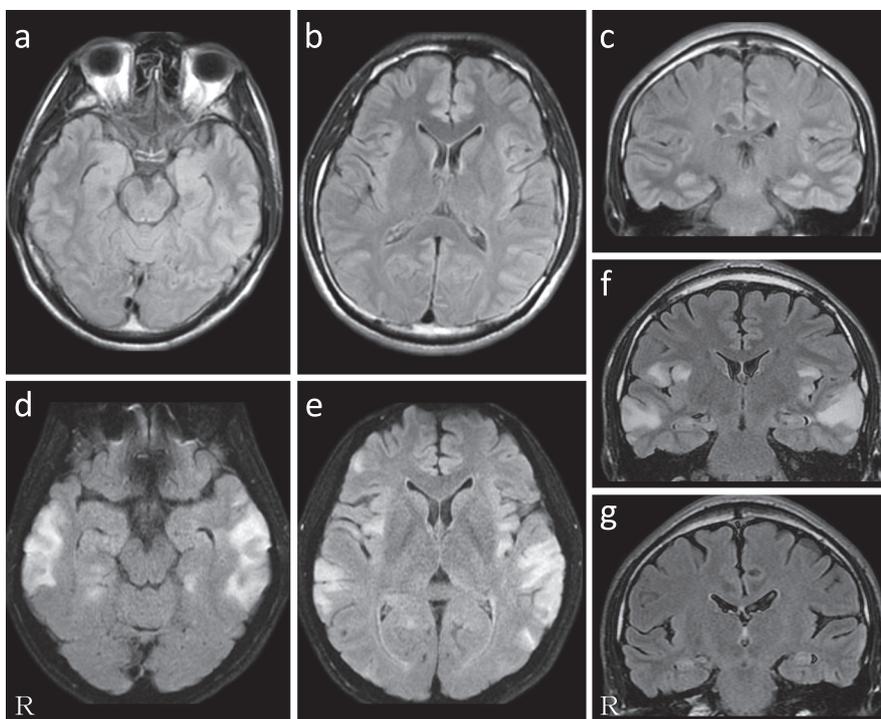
Brain magnetic resonance imaging (MRI) course.
